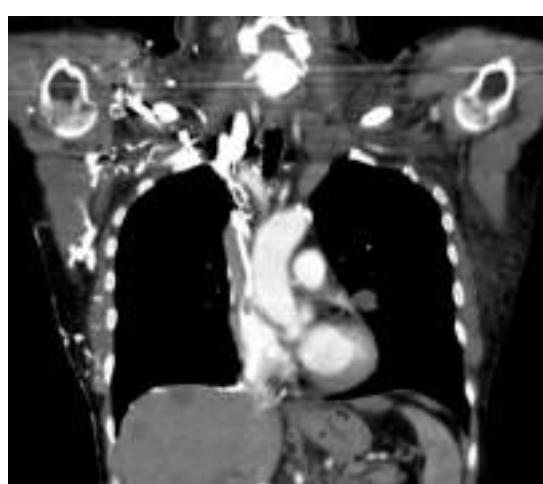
Angiotomografía de un síndrome de vena cava superior.
